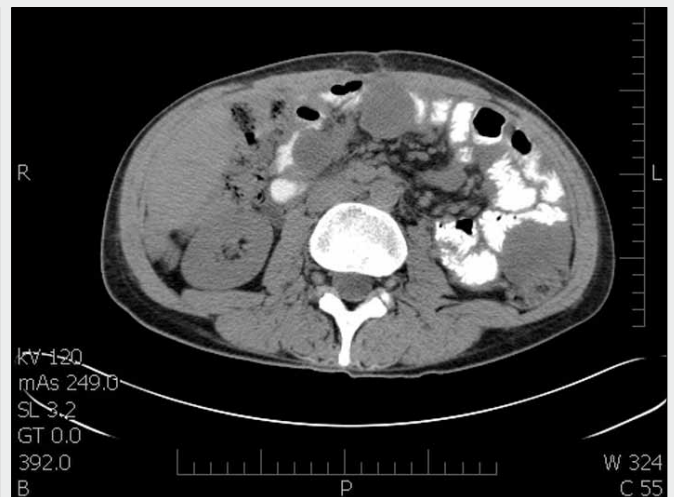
CT břicha postkontrastně, kazuistika 1. A – zvlněná kontura jater i sleziny – scalloping, hypodenzní, nesyťící se ložiska peritoneálních implantačních metastáz mucinózního cystadenomu, ascites; B – implantační metastázy infiltrující zejména velké omentum, gelatinózní ascites dislokuje střevní klíčky centrálně
